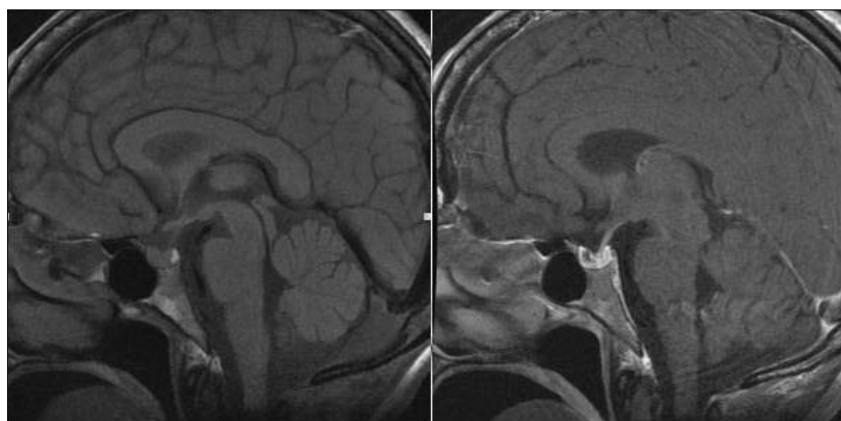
Sella MRI: Sagittal T1WI without (left) & with (right) intravenous contrast agent (gadolinium). On contrast view, the pituitary gland showed non-enhanced lesion with hemorrhage and necrosis.
